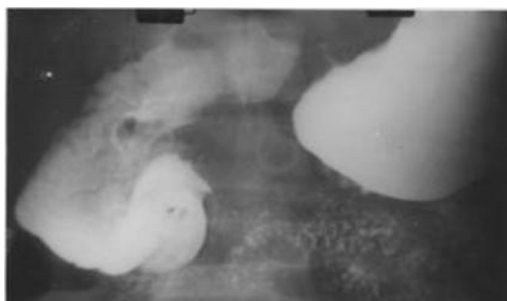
Radiografia cu substanță de contrast. Duodenostaza
